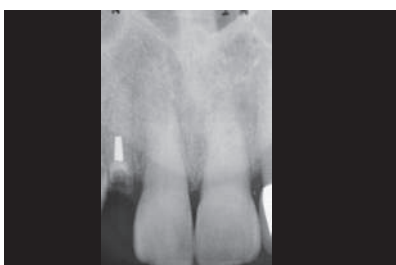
La radiografia mostra la frattura dell'insero canalare radicolare nel dente 12.
